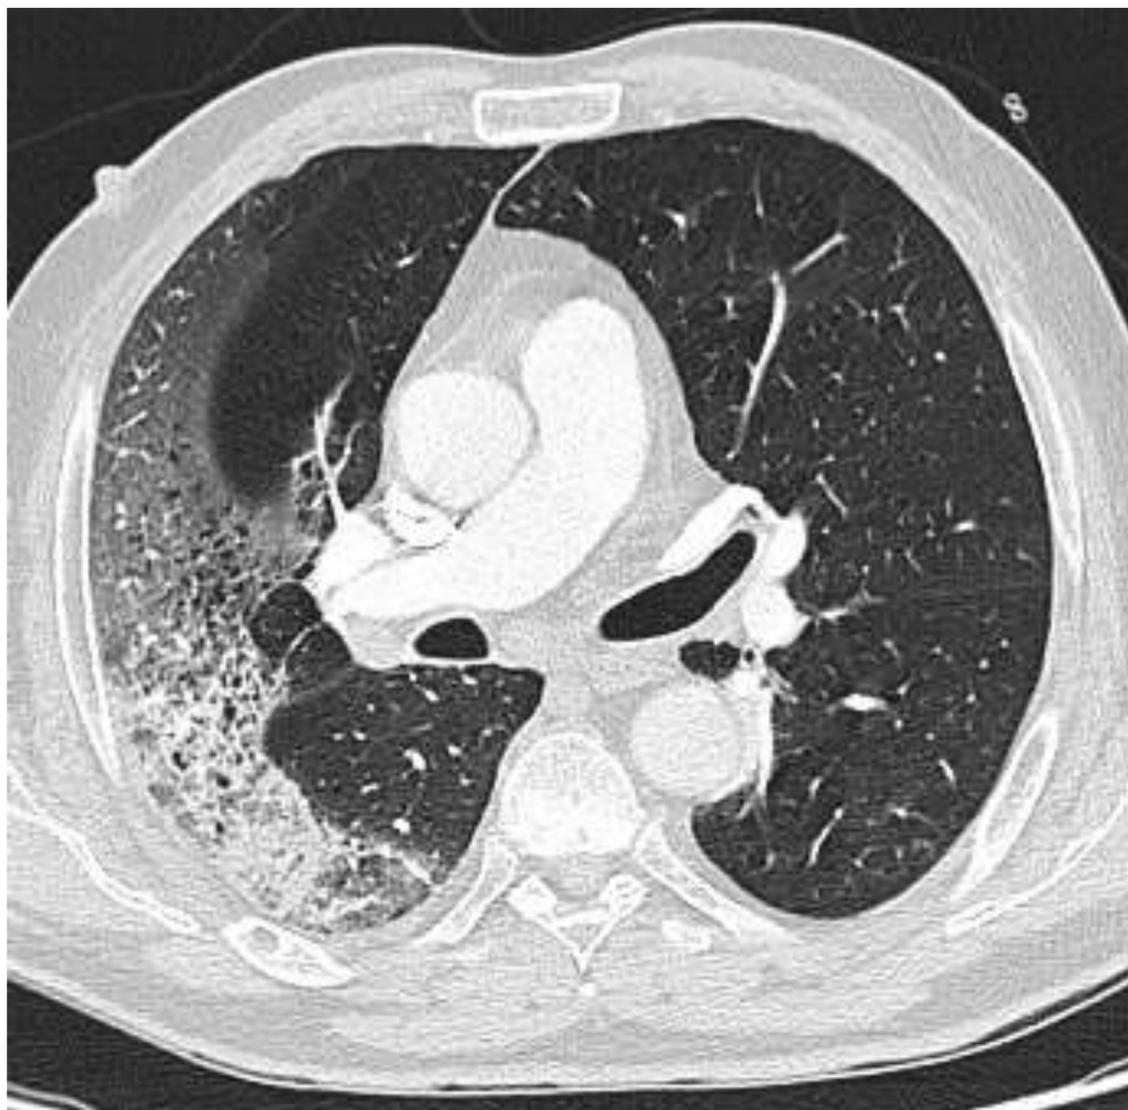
corte de TC axial de paciente con clínica respiratoria y fiebre. Se observa patrón en vidrio deslustrado, con áreas de panalización y pequeñas cavitaciones. El paciente fue diagnosticado de COVID-19.
